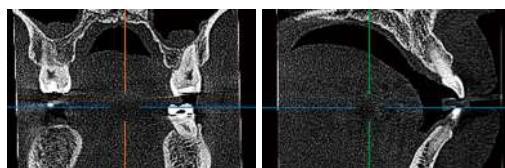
安静時のCT画像は歯肉と頬粘膜や口唇などが密着して空気層がない。
